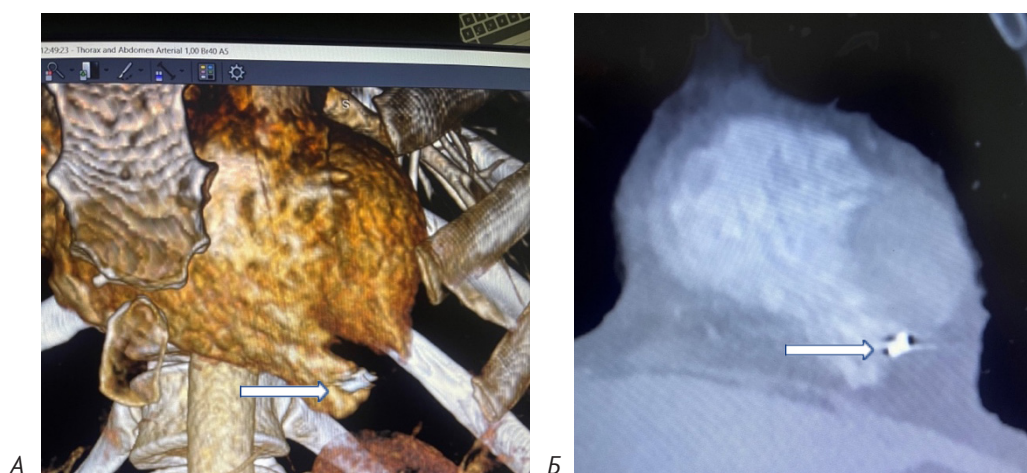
КТ з контрастуванням (Б) демонструє металевий уламок в порожнині правого шлуночка в ділянці його верхівки. А – 3D-реконструкція: уламок в порожнині ПШ.
